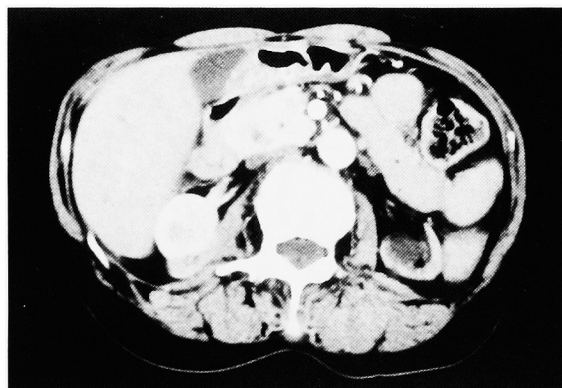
Abdominal CT scan with contrast enhancement. Enhanced CT scan demonstrating a right renal mass located at the upper pole.
